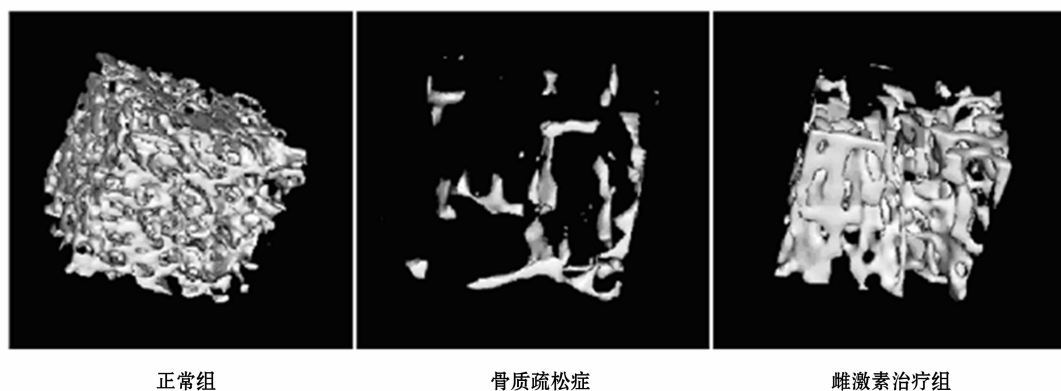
Images of tibia ROI of tibia obtained by X- $\mu$ CT
